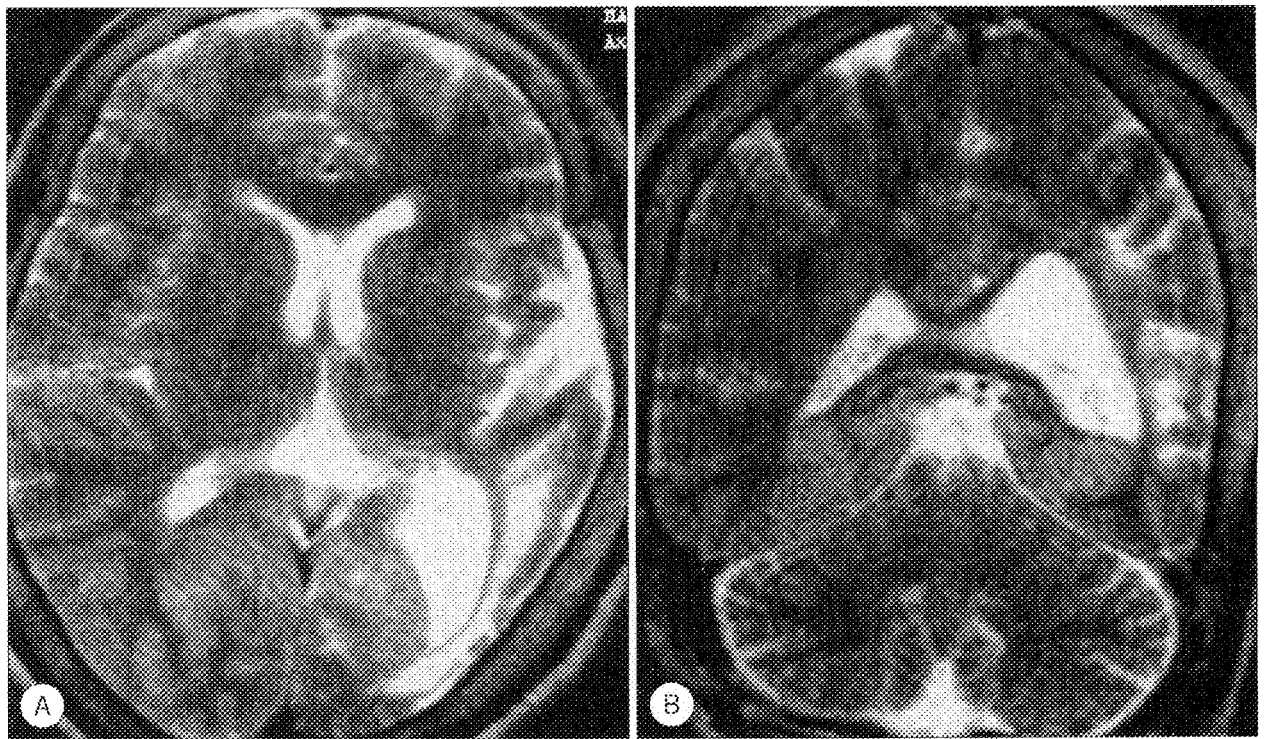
Brain MRI. T2-weighted image of axial view (A) and coronal view (B) showed increased signal changes in bilateral occipital areas, old tissue loss in left temporooccipital area and secondary dilatation of posterior horn of left lateral ventricle.
